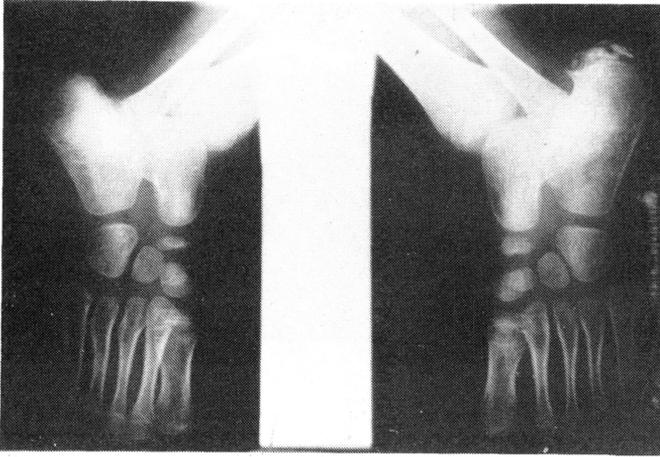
Radiografías oblicuas de ambos pies en las que se puede apreciar una tumoración en la tuberosidad del calcáneo derecho con calcificaciones en su interior.
